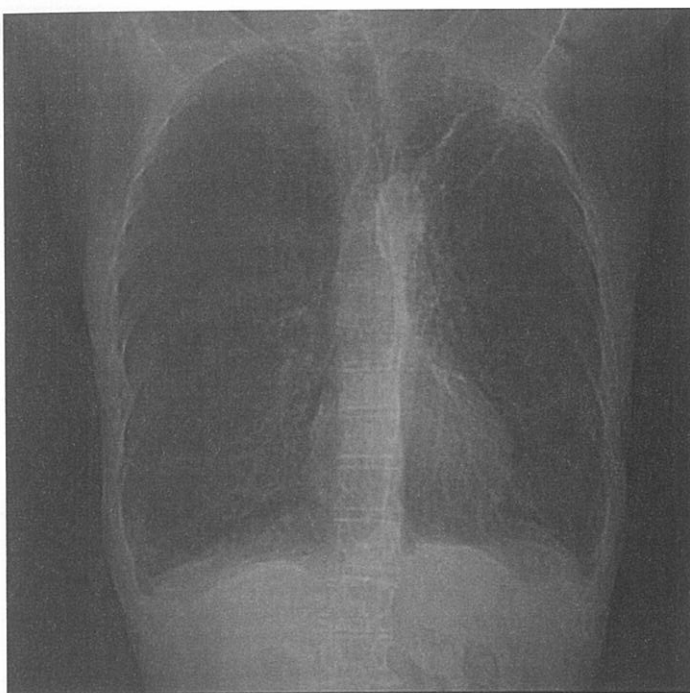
Radiografie toracică anteroposterioară a unui pacient cu boală pulmonară obstructivă cronică.
